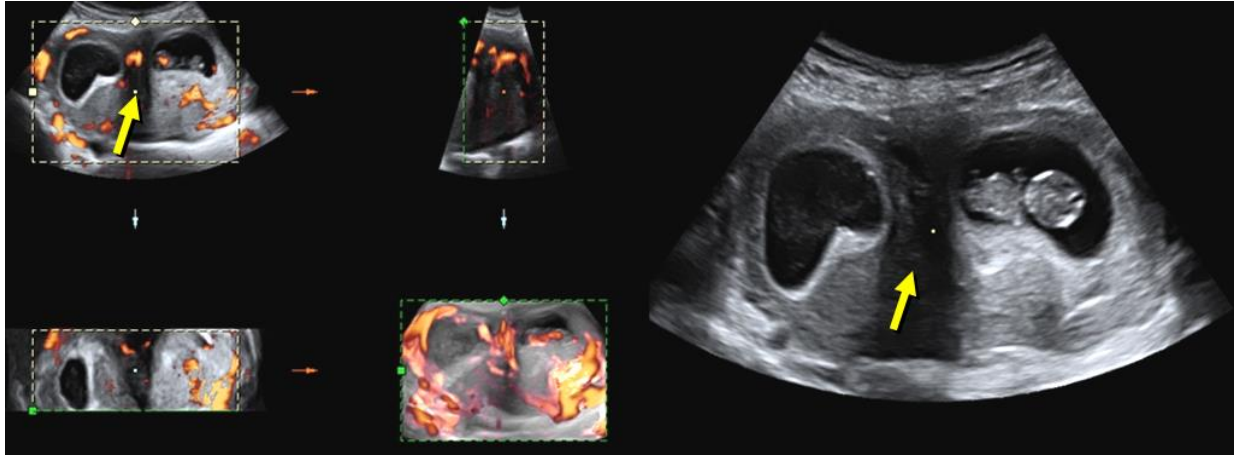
Útero bicorne y gestación. La angiografía 3D Doppler permite ver ambos cuernos separados y sin vasos entre ellos a diferencia del útero septo. La flecha señala la separación de los dos cuernos.
